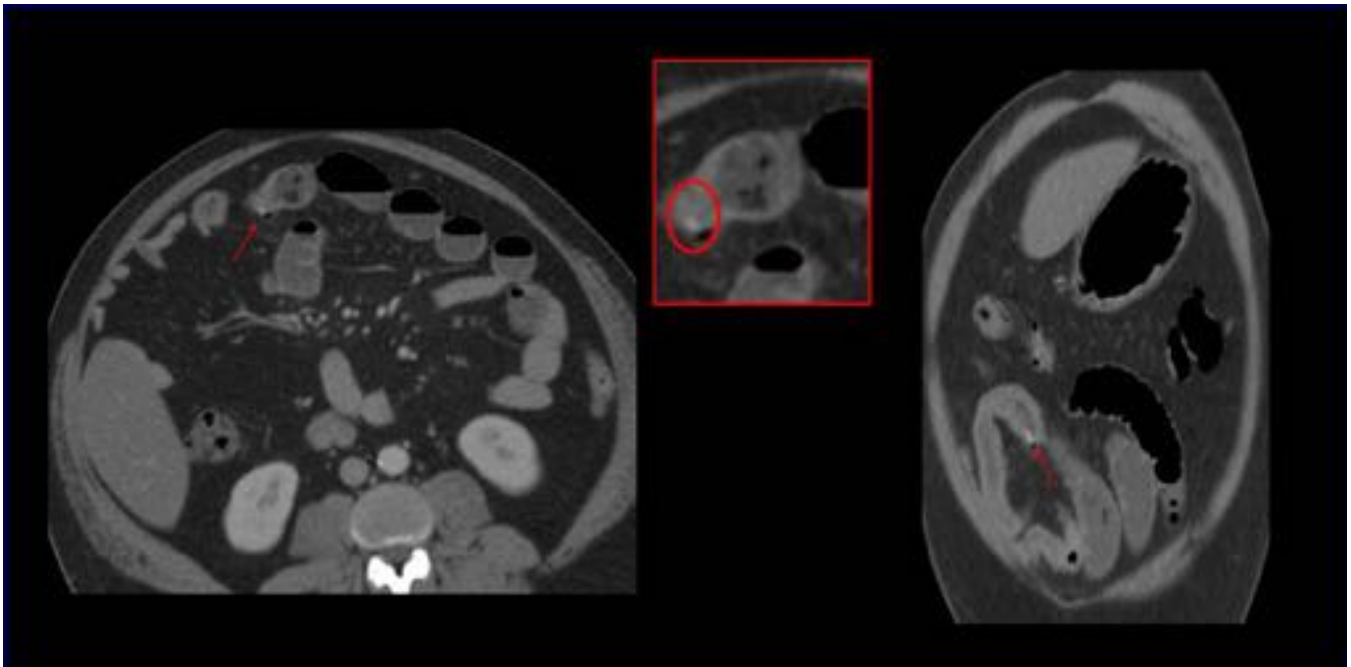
Paciente varón de 52 años con dolor abdominal postprandial, fiebre y signos de irritación peritoneal. En imágenes de TC donde se observó dilatación de asas de yeyuno, con cambio de calibre por engrosamiento parietal asociado a discretos cambios inflamatorios en la grasa, burbujas de aire ectópico y una imagen de cuerpo extraño de alta atenuación lineal atravesando la pared sugestiva de perforación por cuerpo extraño. DX postoperatorio: Perforación yeyunal secundario a espina de pescado.
